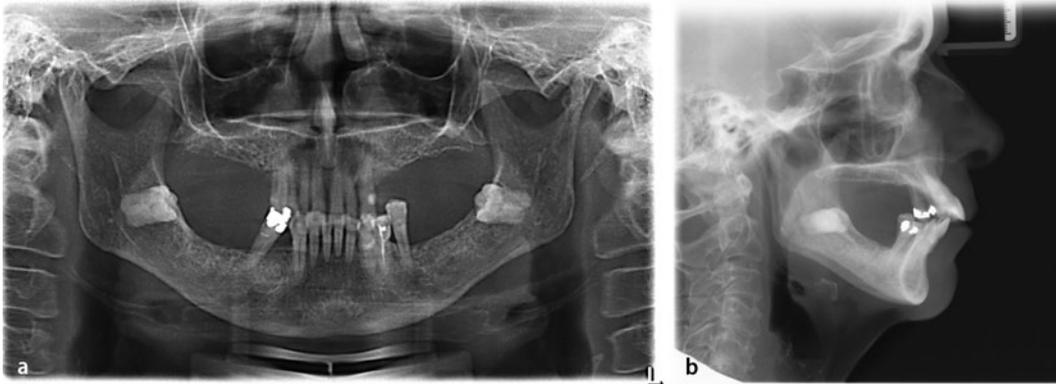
a Orthopantomogram and b cephalogram of the baseline situation (10/2007)
